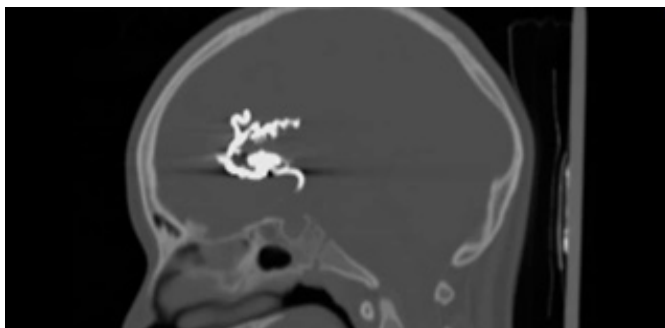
Angiotomografía donde se observa arteria subcallosa embolizada
